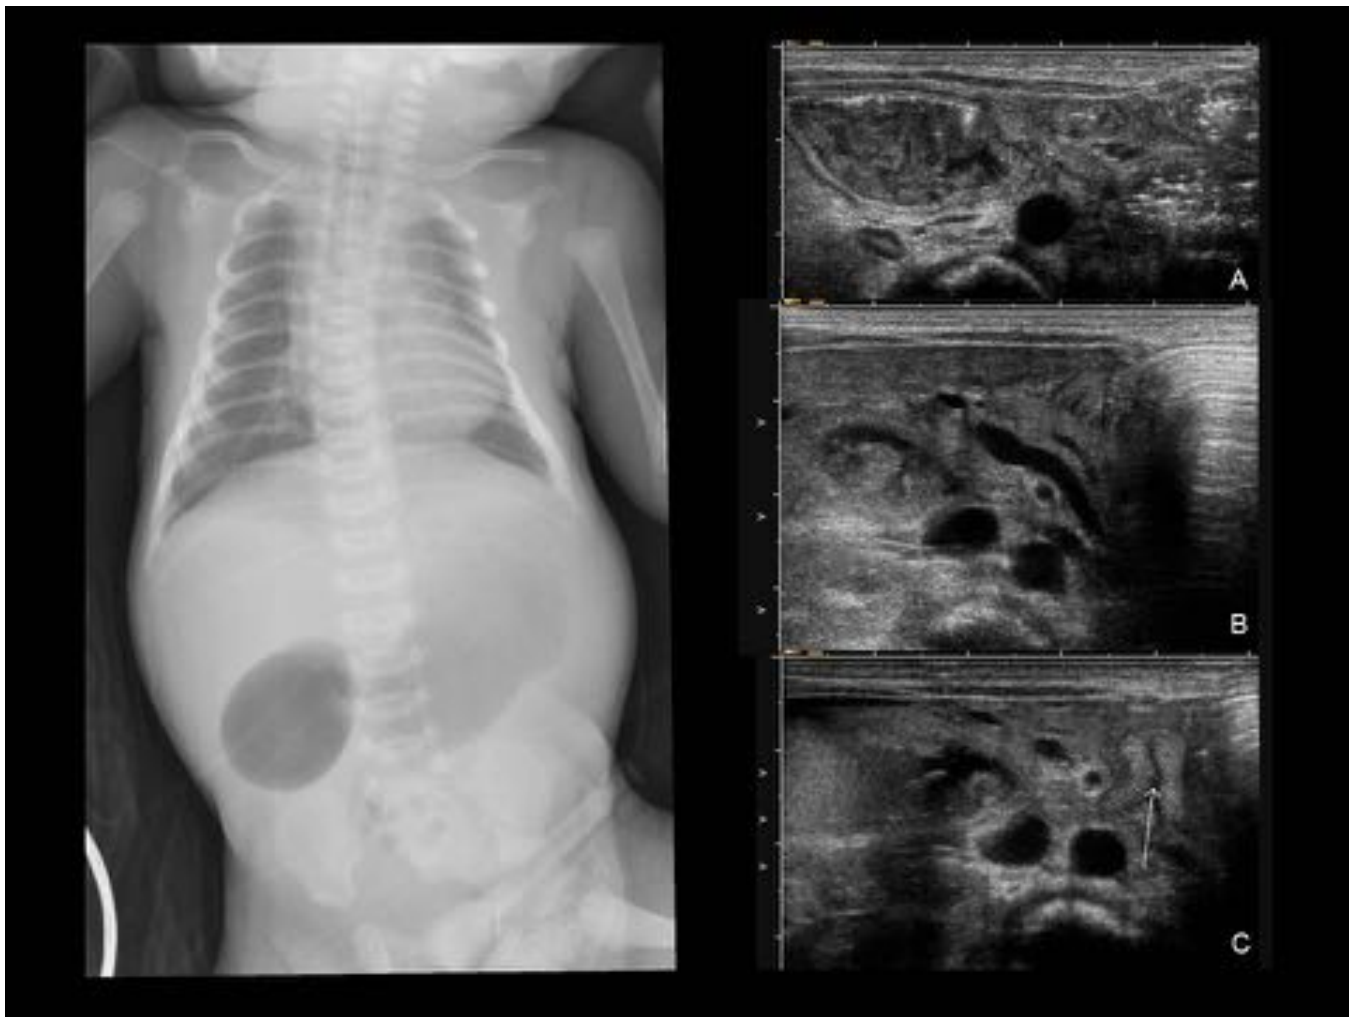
MEMBRANA DUODENAL. RNPT de 1 día con vómitos biliosos. Diagnóstico intraútero de dilatación intestinal. Rx con patrón de obstrucción intestinal alta incompleta, de “doble burbuja” (duodenal) con gas distal. Ecografía con distensión de la 1^a-2^a porción duodenales (A y B), resto del marco duodenal colapsado (C) y yeyuno aireado (A). Páncreas normal (B). Vasos mesentéricos, 3^a-4^a porción duodenal (flecha) y a. de Treitz normoposicionados (C), que hace improbable la malrotación/vólvulo de i. medio.
